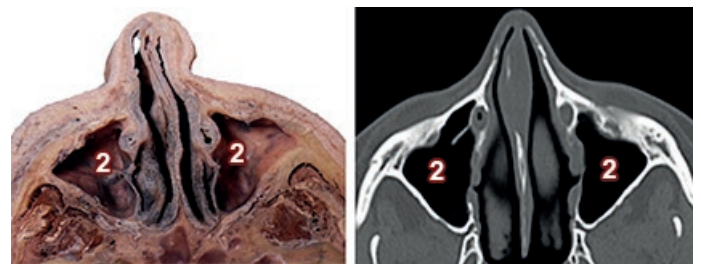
Corte y TC axial de cabeza a la altura de piso del seno maxilar. 2) Seno Maxilar
